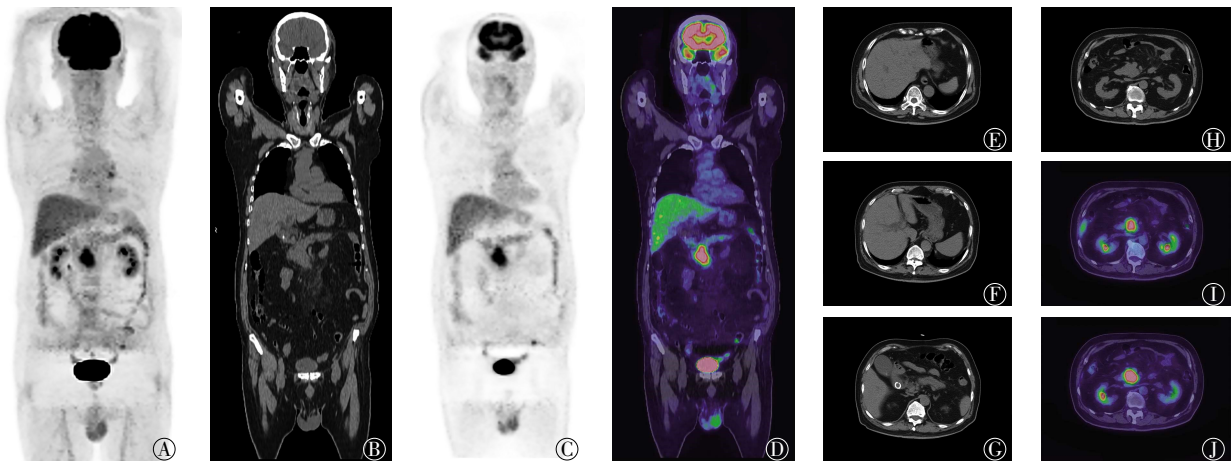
IgG4相关性硬化性胰腺炎患者(男性,79岁)的 ^{18}F -FDG PET/CT图 图中,A:全身MIP图;B、C、D:胰头病灶冠状位CT图、PET图、PET/CT融合图;E、F:扩张胆管横断位CT图;G:扩张主胰管横断位CT图;H:胰头病灶横断位CT图;I、J:胰头病灶横断位PET/CT融合图;Ig:免疫球蛋白;MIP:最大密度投影。
